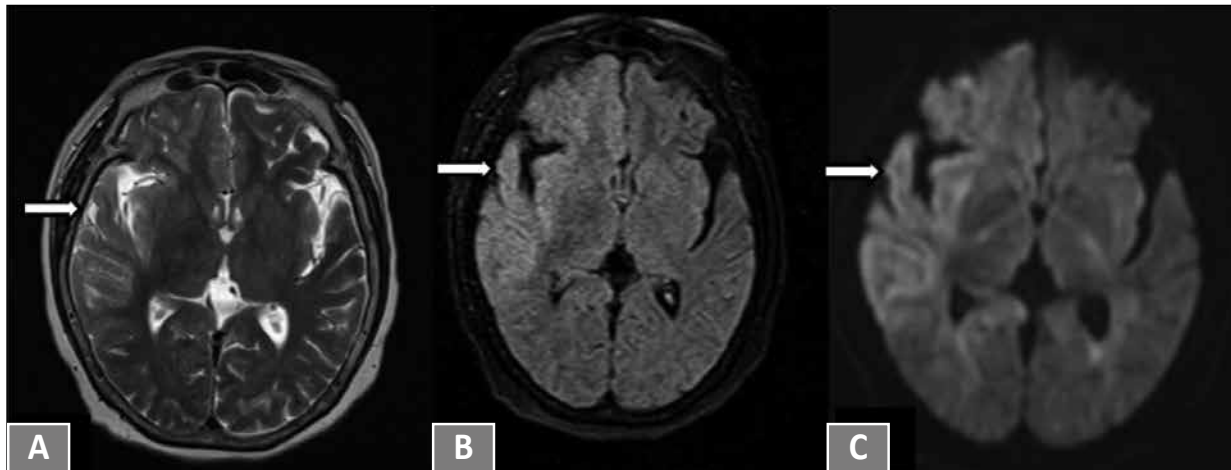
Resonancia magnética. 2A. Ponderación T2, 2B. Secuencia FLAIR, 2C. Secuencia Difusión. Compromiso cortico-subcortical a nivel de la región frontal, parietal, insular y temporal derecha que muestra alta señal en T2 Y FLAIR de predominio cortical, pérdida parcial de la sulcación por engrosamiento de circunvoluciones, asocia tenue realce leptomeníngeo mal definido ipsilateral. Presenta restricción en la secuencia de difusión a nivel cortical.
